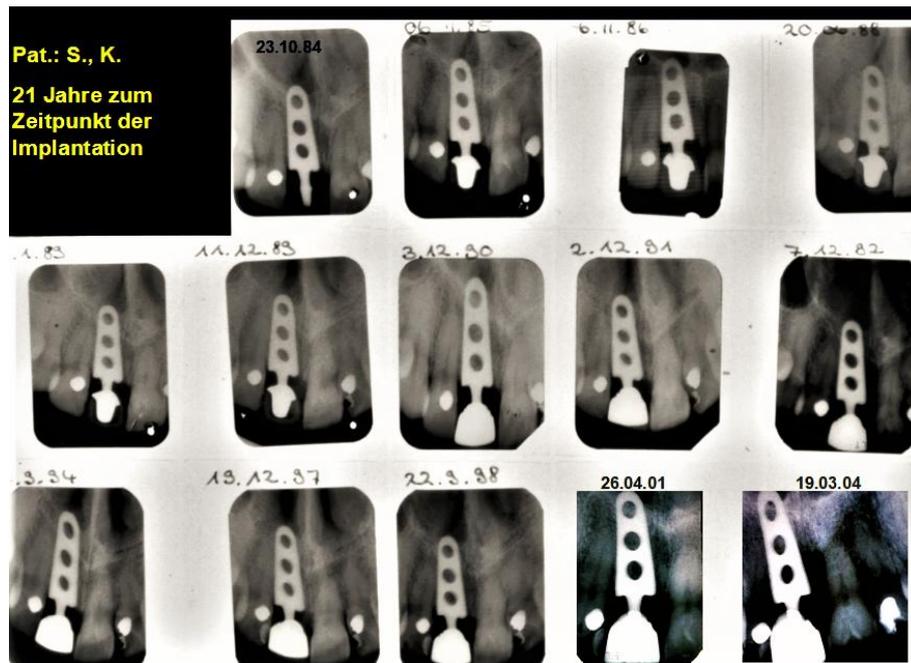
Röntgenserie der Patientin K. Sch. mit Blattimplantat regio 11 von 1984-2004
